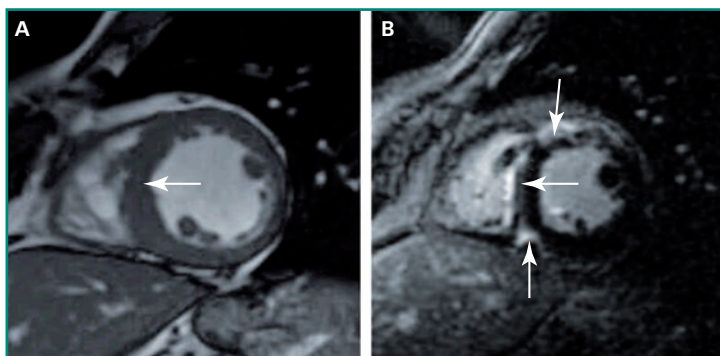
Imagen de cardiorresonancia magnética en la que se aprecia la hipertrofia septal (A) y las zonas hiperintensas (en blanco, marcadas con flechas) mediante la técnica de realce tardío propias de las áreas fibróticas (B).
